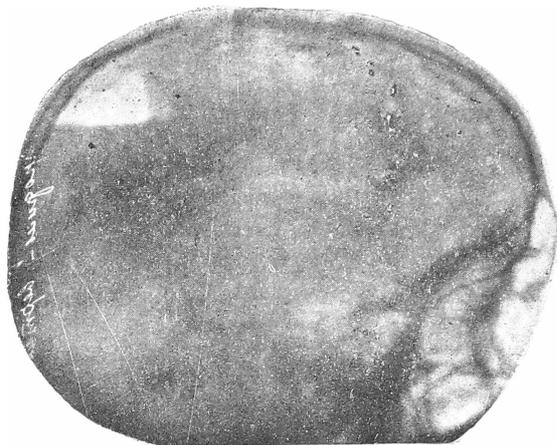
№ 2. Профиль. Вертикальное положение больного. Право-левый ход рентгеновских лучей.
